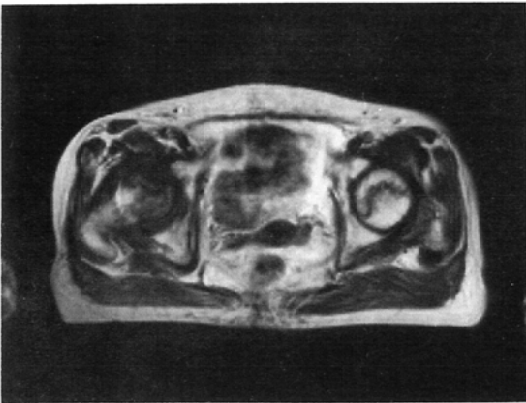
MRI of the case in high risk group (Group III, case 19). The right femoral head is idiopathic avascular necrosis (Group I). The left head is normal clinically and radiographically, but MRI shows band-like low signal intensity area (type C).
